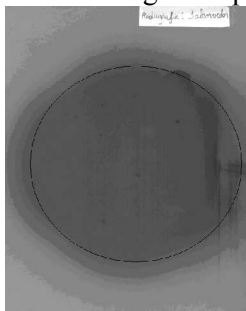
Radiografia simulada da região oclusal utilizando-se simulador com 1 placa de acrílico.
